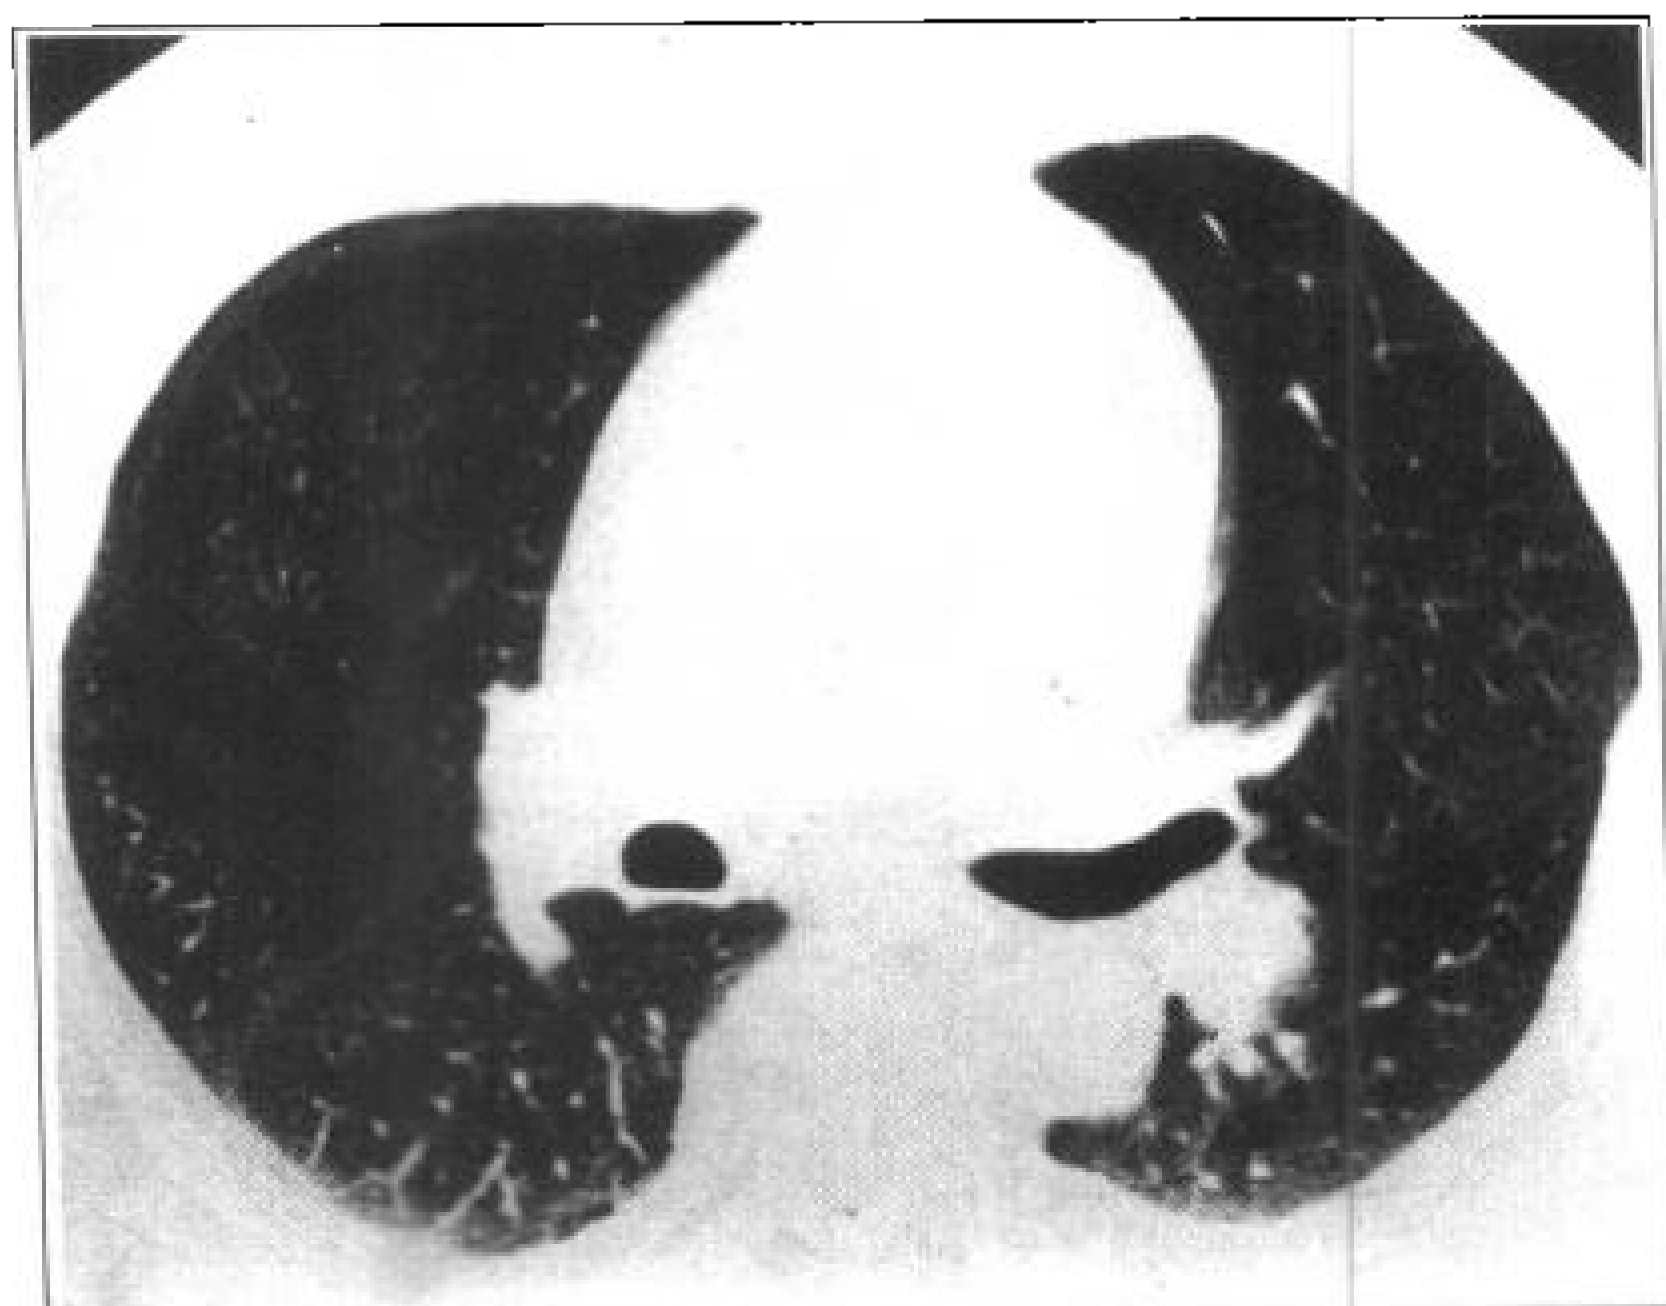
HRCT 上水平裂呈弧形线状阴影
